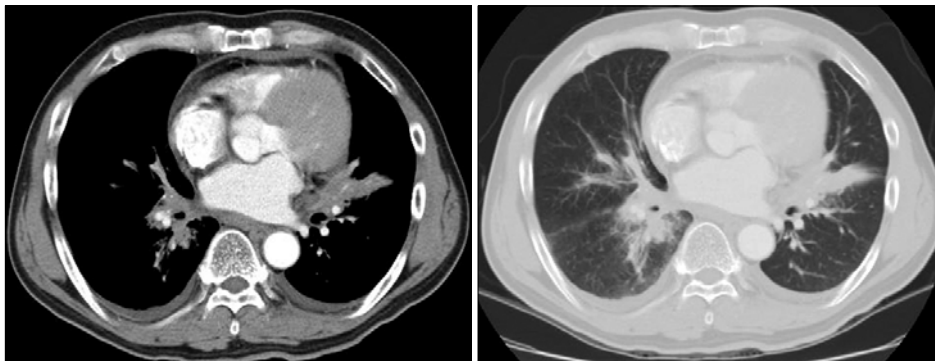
Chest CT shows luminal narrowing of right lower lobe bronchus, interlobular septal thickening, peribronchial consolidation on right lower lobe and bilateral pleural effusion.
